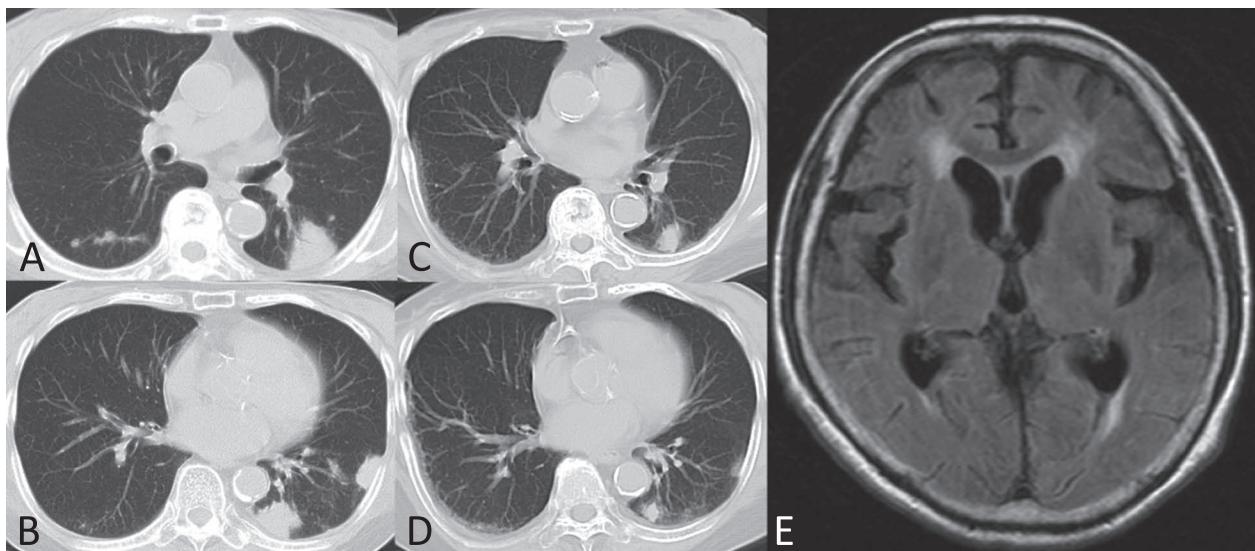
CT scan of the chest and MRI of the brain.
